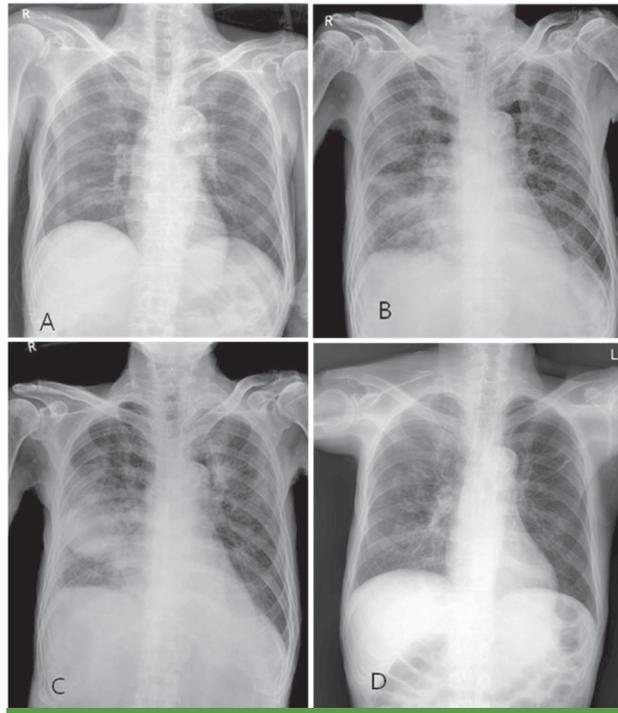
Serial chest radiograph findings. (A) normal chest radiograph at admission, (B) right middle lobe consolidation appears at pandemic influenza (H1N1 2009) diagnosis, (C) sustained right middle lobe consolidation with aggravated right loculated pleural effusion and new patchy consolidation in left upper lobe after 9 day oseltamivir use (D) improved chest radiograph at discharge.
